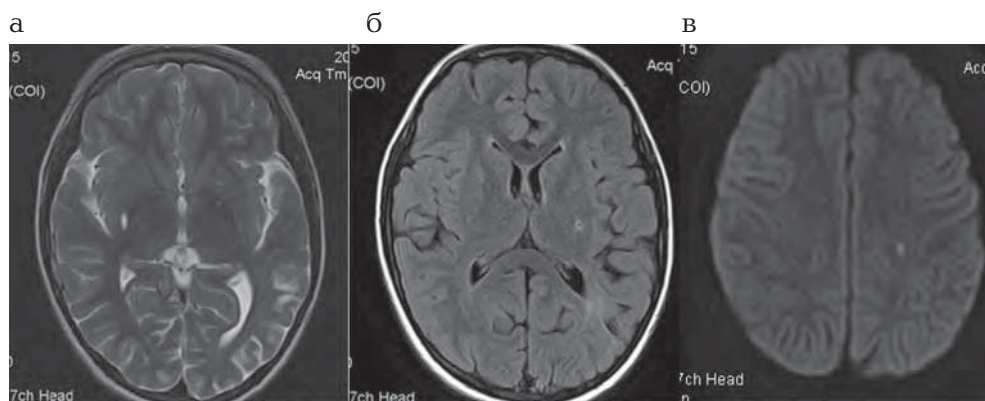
Пациент 13 лет. Диагноз: ВИЧ-инфекция. Магнитно-резонансные томограммы: а — T2 ВИ, аксиальная плоскость. Постишемическая киста в проекции лентикулярного ядра справа; б — FLAIR ИП, аксиальная плоскость. Зона постишемических глиозно-атрофических изменений в левой теменно-височной области, постишемическая киста в проекции лентикулярного ядра слева; в — DWI, аксиальная плоскость. Очаг острой ишемии в перивентрикулярных отделах белого вещества левой лобной доли
